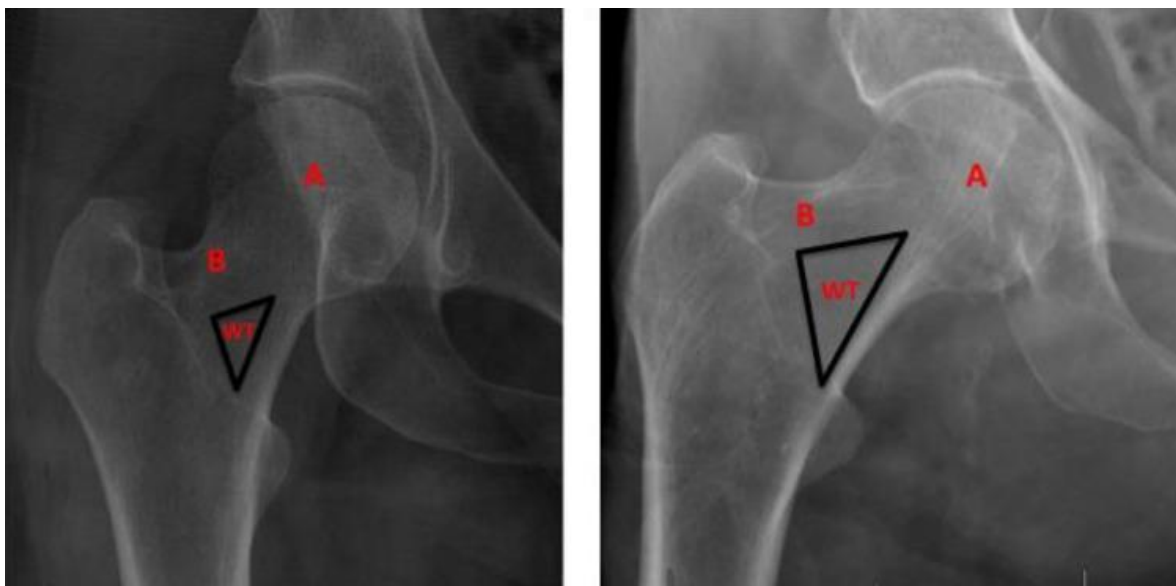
(Izquierda) Radiografía de cadera derecha de una mujer de 30 años. (Derecha) Radiografía de cadera derecha de un hombre de 98 años. Tenga en cuenta que el tamaño del triángulo de Ward (WT) es significativamente mayor en la imagen de la derecha en comparación con la imagen de la izquierda y que hay una mayor degeneración de las trabéculas de compresión principales (A) y las trabéculas de tracción principales (B) en la imagen de la derecha en comparación con la izquierda. imagen.⁴
